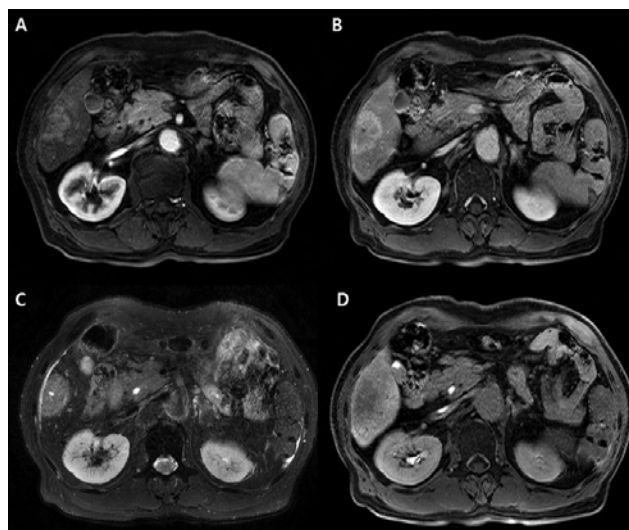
Liver MRI findings showed (A) the 4.5 cm sized poorly defined mass with inhomogeneous enhancement at arterial phase, (B) peripheral hyperintensity with internal hypointense area at venous phase, (C) intermediated high signal intensity at the T2 weighted image, and (D) hypointensity at the hepatobiliary phase.
